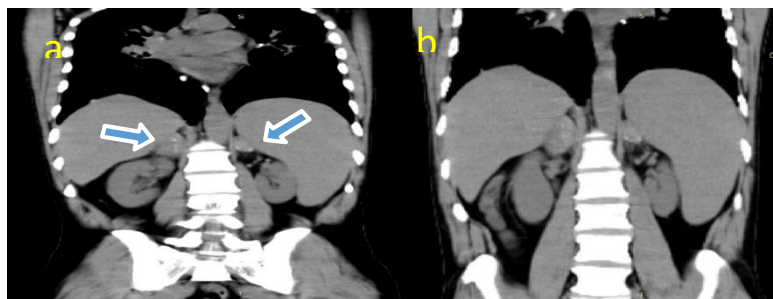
Tomografía simple de abdomen superior a y b.
